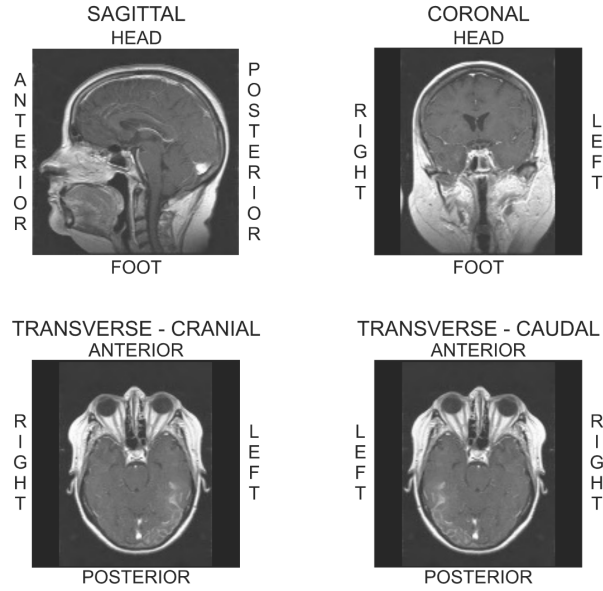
Imágenes en direcciones de corte estándar: sagital, coronal y transversal o axial. Para imágenes transversales, son posibles dos direcciones de visualización: craneal y caudal. Fuente: Brown MA y Semelka RC. *MRI Basic Principles and Applications*. Wiley-Liss, 2002
